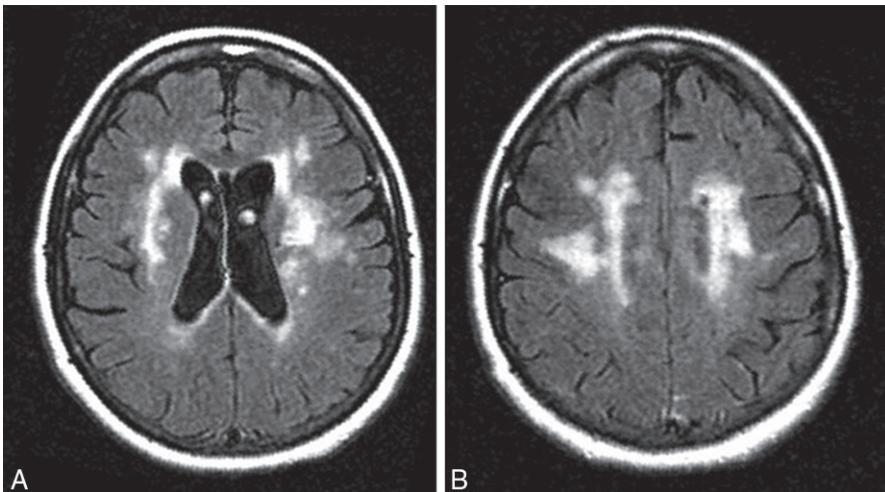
A Encéphalopathie vasculaire diffuse en séquence IRM FLAIR, coupe axiale.
